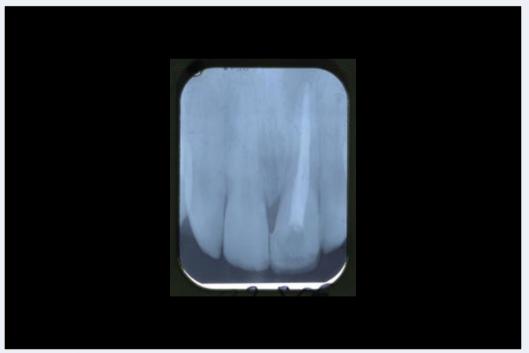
Radiografía de diente 21 con imagen periapical.
